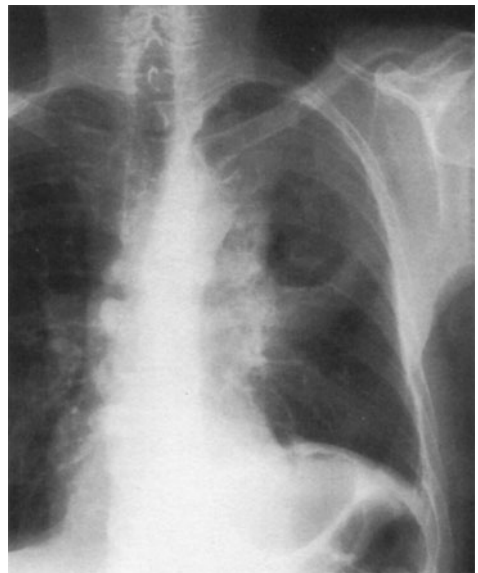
Röntgenaufnahme eines Thorax: Lunge mit großer tuberkulöser Kaverne im linken Lungenlappen
